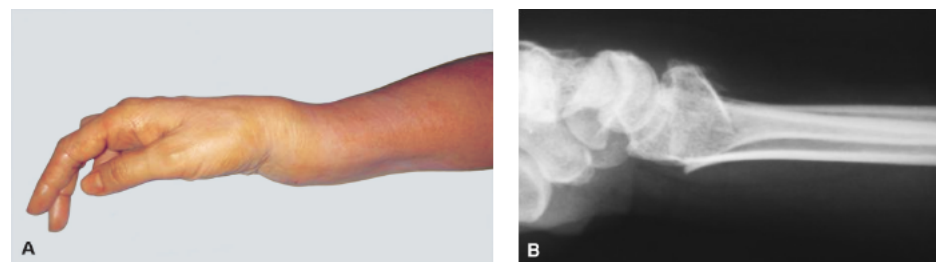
Fratura do punho. A. Aspecto clínico de fratura do punho no rádio distal com desvio dorsal do fragmento distal – fratura de Colles – em paciente idoso osteoporótico. B. Radiografia em perfil de fratura do punho no rádio distal com desvio dorsal do fragmento distal – fratura de Colles – em paciente idoso osteoporótico.
